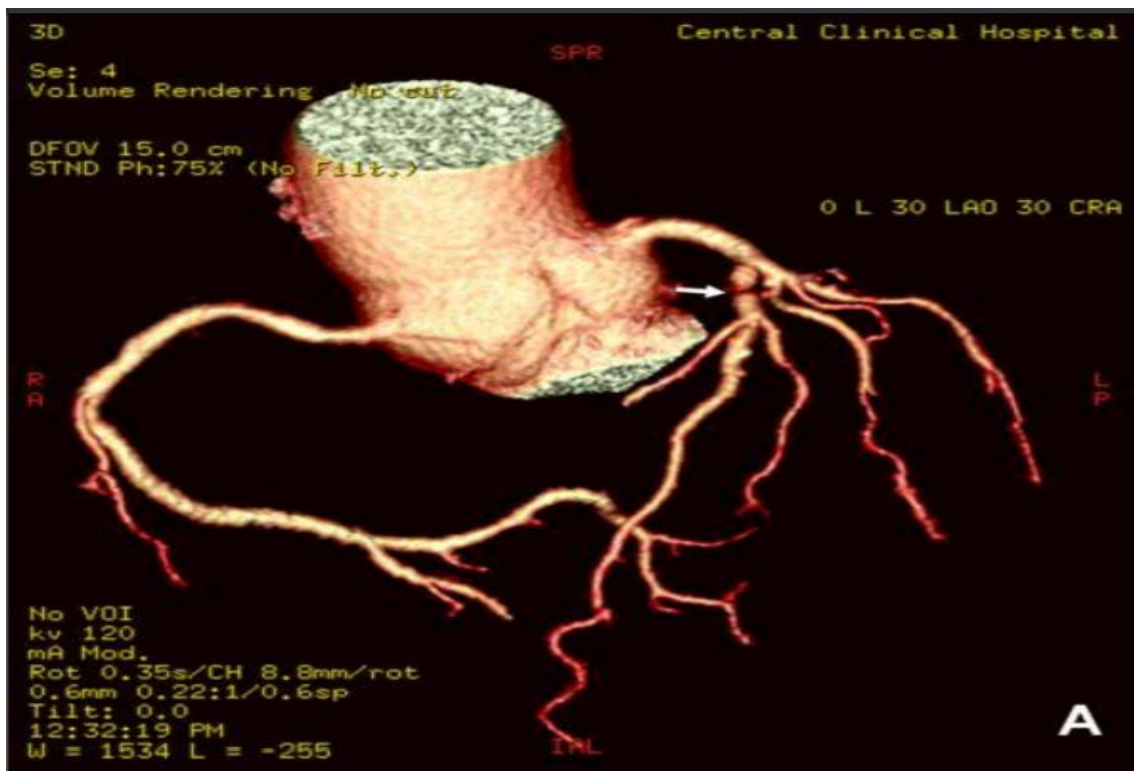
МСКТ-коронарографія – субтотальний стеноз проксимального сегмента передньої низхідної артерії
